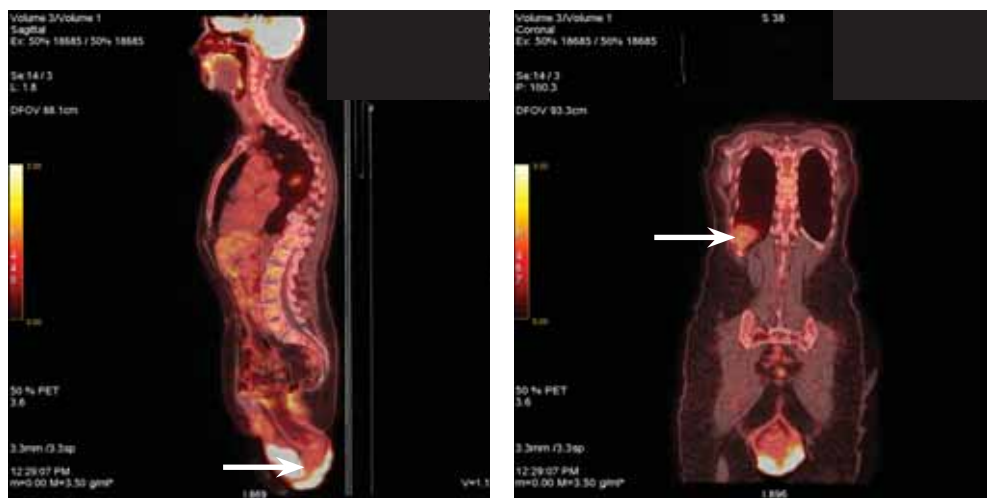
ПЭТ/КТ всего тела. Изображение слева демонстрирует полный пролапс, стрелкой указана метаболически активная опухоль шейки матки (SUV 9,08). Изображение справа – стрелкой указан участок консолидации с лучистыми контурами в нижней доле правого легкого с низкой метаболической активностью (SUV 2,08)
